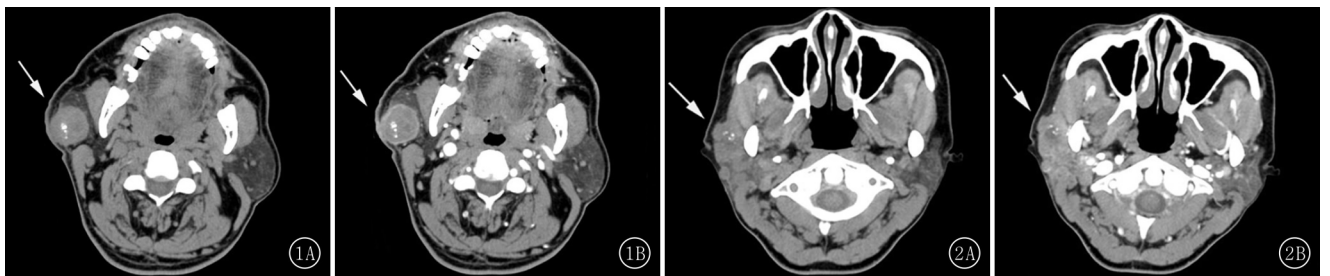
B 男,59岁,右侧腮腺导管癌。A.CT平扫轴位示右侧浅叶腮腺肿物,最大径约2.8 cm,呈类圆形,内见多发斑点状钙化;B.CT增强扫描,增强后病灶边缘强化为主,局部边缘不清晰,与皮下组织分界不清 图 2A,B 女,38岁,右侧腮腺导管癌。A.CT平扫轴位示右侧浅叶腮腺肿物,最大径约4.1 cm,呈不规则分叶状,边缘不清晰,内见斑点状钙化;B.CT增强扫描,增强后病灶呈不均匀明显强化,与皮下组织分界不清
